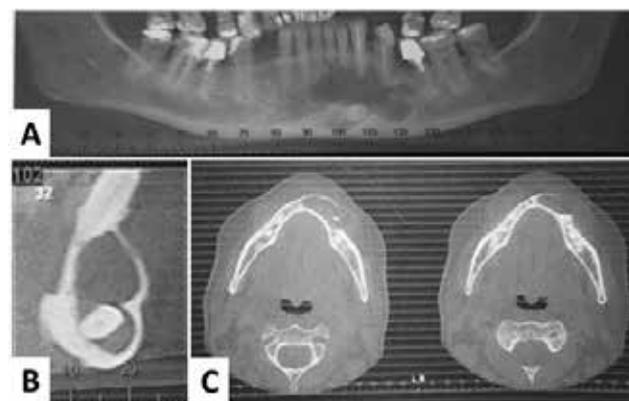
Tomografia computadorizada de mandíbula em: A) corte panorâmico; B) corte parassagital; C) cortes axiais
